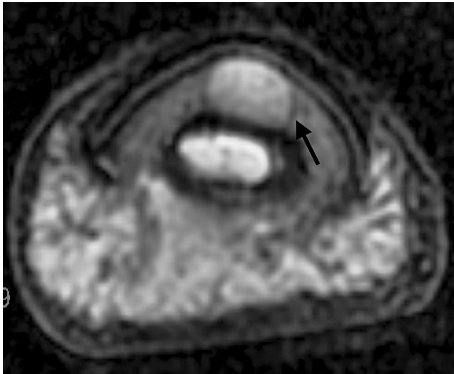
Axial T2-weighted FSE image with an 8 cm FOV obtained at 3T MRI. A 2.5 mm-diameter glomus tumor with high intensity (arrow) is well visualized in a middle finger. The contrast between the nail bed and the tumor is high.
